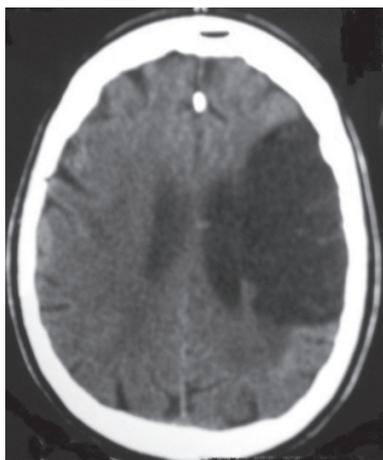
Tomografia computadorizada de crânio demonstrando um acidente vascular encefálico extenso de artéria cerebral média, acometendo mais de um lobo cerebral
